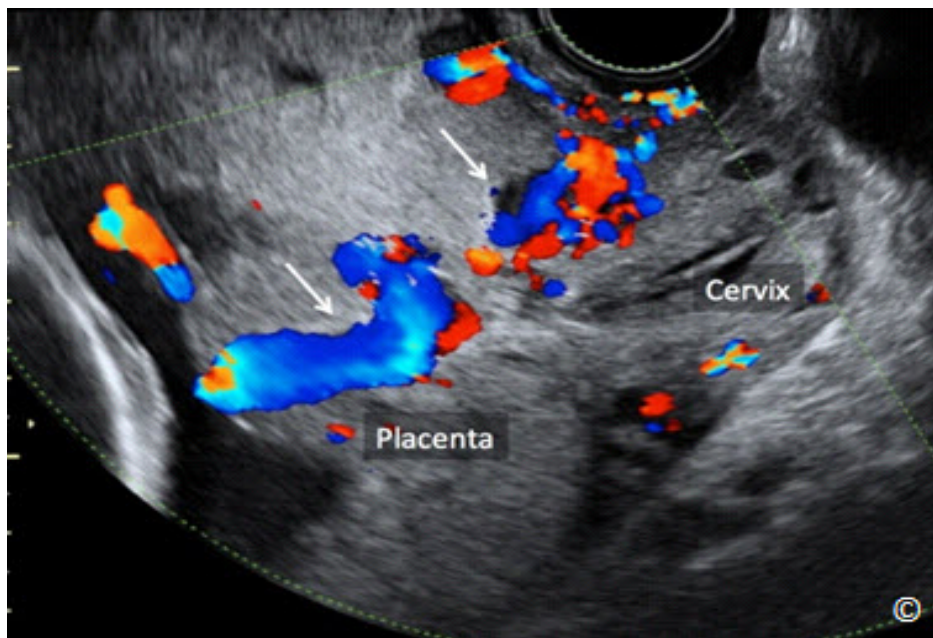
Un ultrasonido transvaginal con Doppler de color en el tercer trimestre en una paciente con placenta previa y placenta acreta. Obsérvese la presencia de un aumento en la vascularización en la placenta y el cérvix (etiquetado - flechas).
